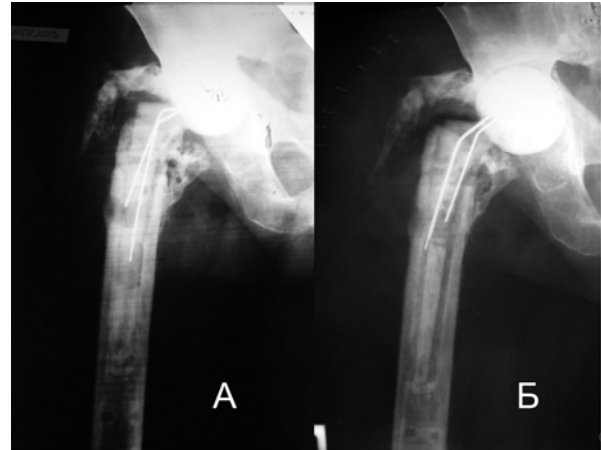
Рентгенограми правого кульшового суглоба хворого Т. після установки цементного спейсера (А) та заміни спейсера на новий спейсер (Б)
